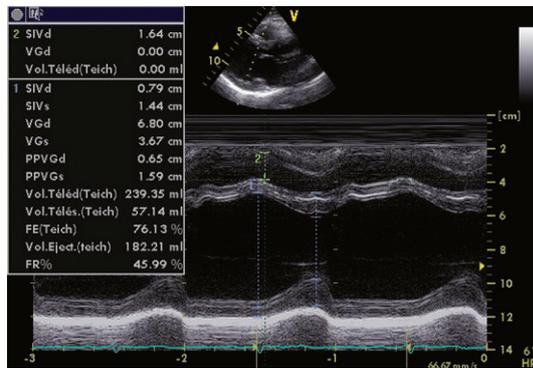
VG dilaté en échographie temps-mouvement (TM).
